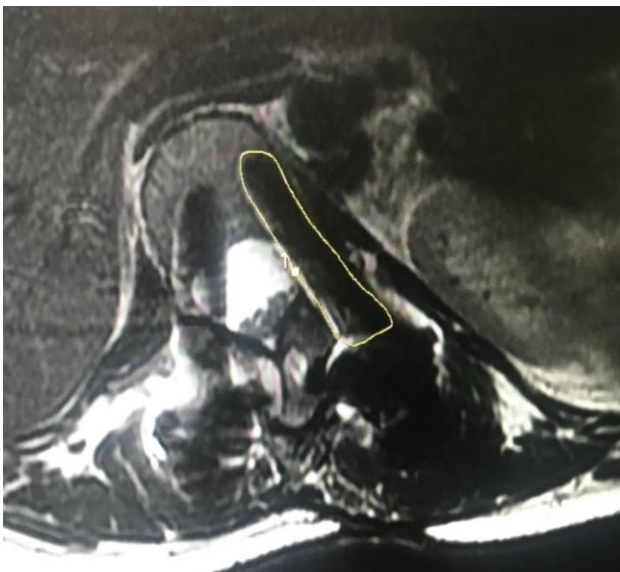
(izquierda) y 15 (derecha). Medida del borrón o artefacto metálico originado por los tornillos pediculares (mm^2). Imagen 14: corte axial de raquis obtenido mediante RM, secuencia T2 FSE. El artefacto medido es de 380mm^2 . Imagen 15: corte sagital de raquis obtenido mediante RM, secuencia STIR MAVRIC SL. El artefacto medido es de 572mm^2 .
